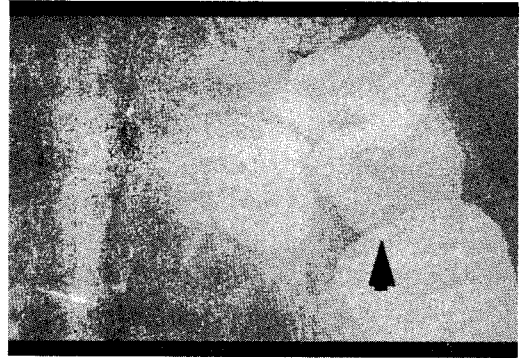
증례 2의 방사선 사진(교합사진)
